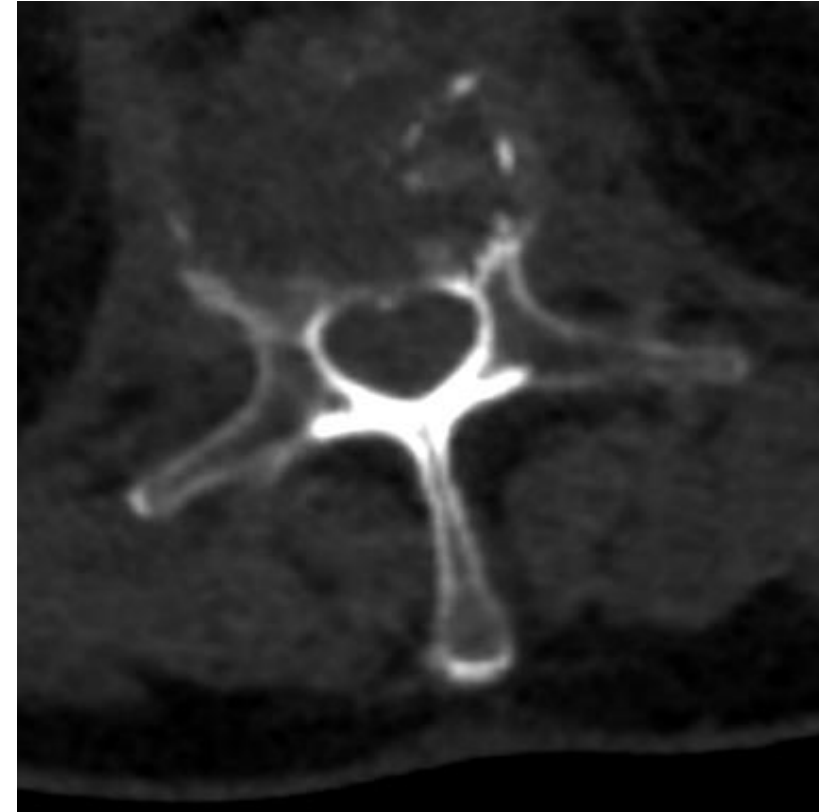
TC abdomino-pélvico con ventana de hueso. Signos de osteólisis vertebral sin afectación de elementos posteriores.
